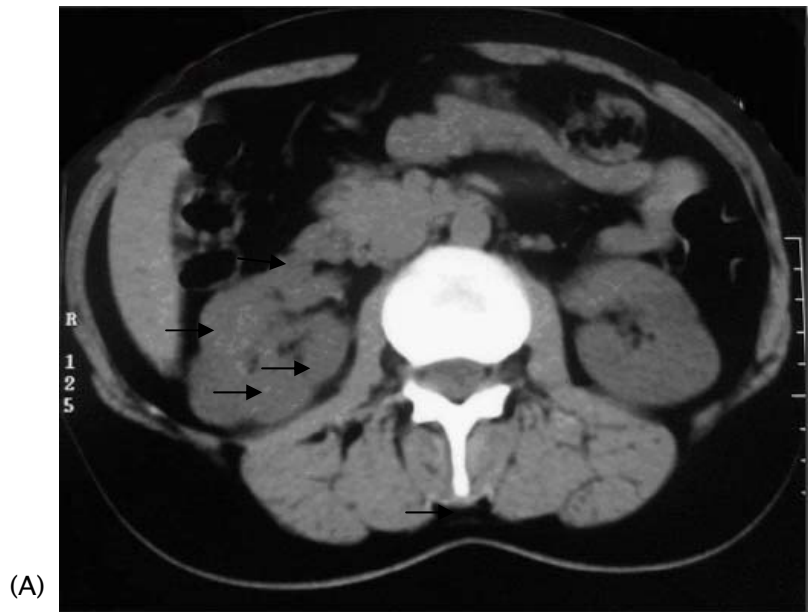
(A): TDM abdominale en coupe axiale sans injection de PDC : aspect lobulé du rein droit en rapport avec la persistance des lobulations fœtales (→). Présence d'une lésion isodense par rapport au parenchyme rénal rendant difficile son individualisation. (Cas n°7 : carcinome chromophile)
